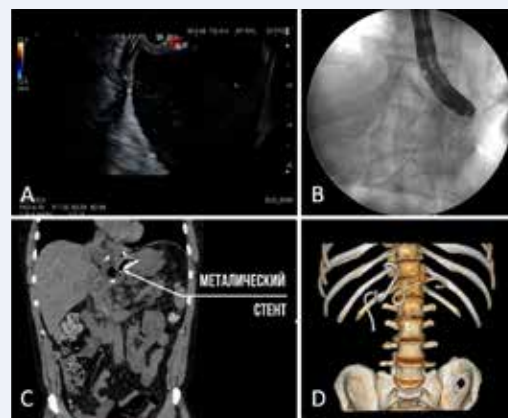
А – визуализация жидкостного скопления в ходе интраоперационной эндосонографии; В – установка металлического стента; С – компьютерная томография в ближайшем послеоперационном периоде; D – трехмерная реконструкция положения металлического стента, пластиковых стентов и наружного дренажа
